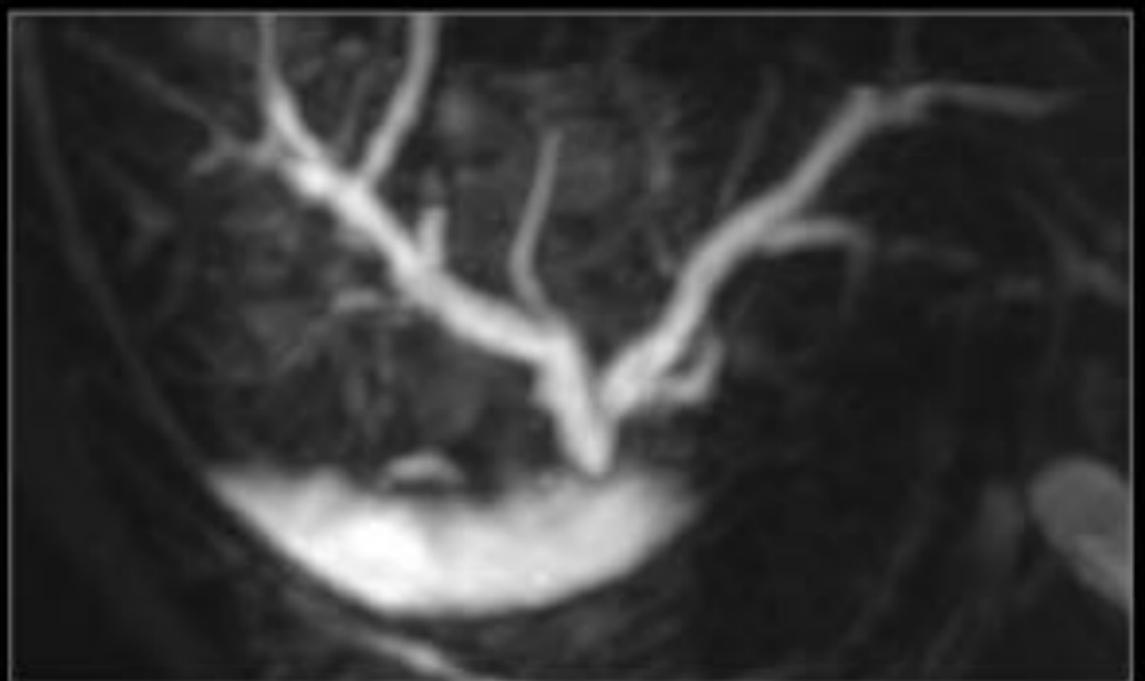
Niña de 12 años trasplantada hace 10 años por un síndrome de Budd Chiari. Estenosis de la vena porta. Estenosis de la luz vascular (A) con incremento de la velocidad Doppler registrada por encima de 125 cm/s (B). Se realizó colangiografía RM y venografía portal para valorar mejor el grado de estenosis y la localización (C y D) y posteriormente se realizó tratamiento mediante angioplastia y colocación de stent (E).
